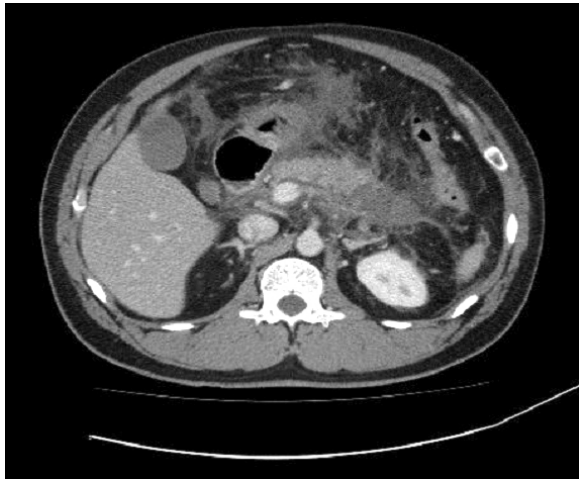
Abdominal CT Finding of Case 2. Almost no enhancing viable pancreatic tissue in pancreatic tail portion with diffuse peripancreatic infiltration and fluid collection extended to perigastric are observed.
